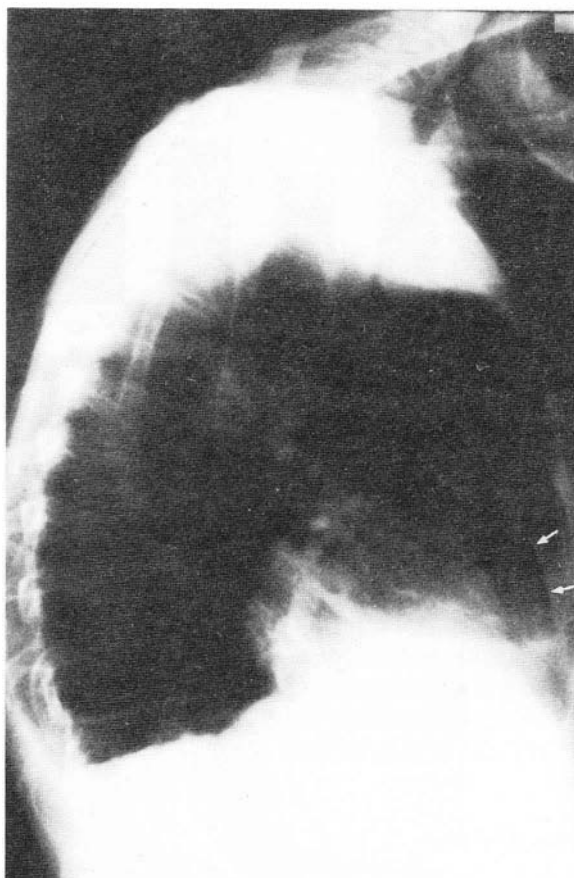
Radiografía lateral de tórax. Se observa una banda de aire (flechas) en el contorno anterior de la silueta cardíaca.
